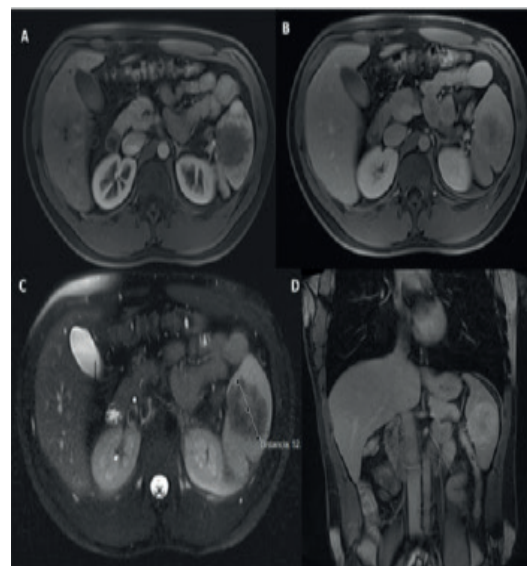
Resonancia magnética nuclear con contraste de bazo donde se observa imagen nodular irregular, señal hipointensa con respecto al resto del parénquima. A- Resonancia magnética nuclear, corte axial, T1 con contraste, fase arterial. B- Resonancia magnética nuclear, corte axial, T1 con contraste, fase venosa. C- Resonancia magnética nuclear, corte axial, T2 sin contraste. D- Resonancia magnética nuclear, corte coronal, T1 sin contraste.
